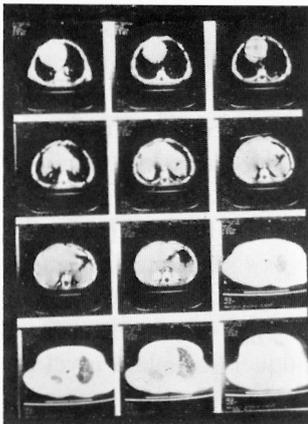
Tomografia axial computadorizada torácica que evidencia aplasia do lobo superior direito (caso 8).
